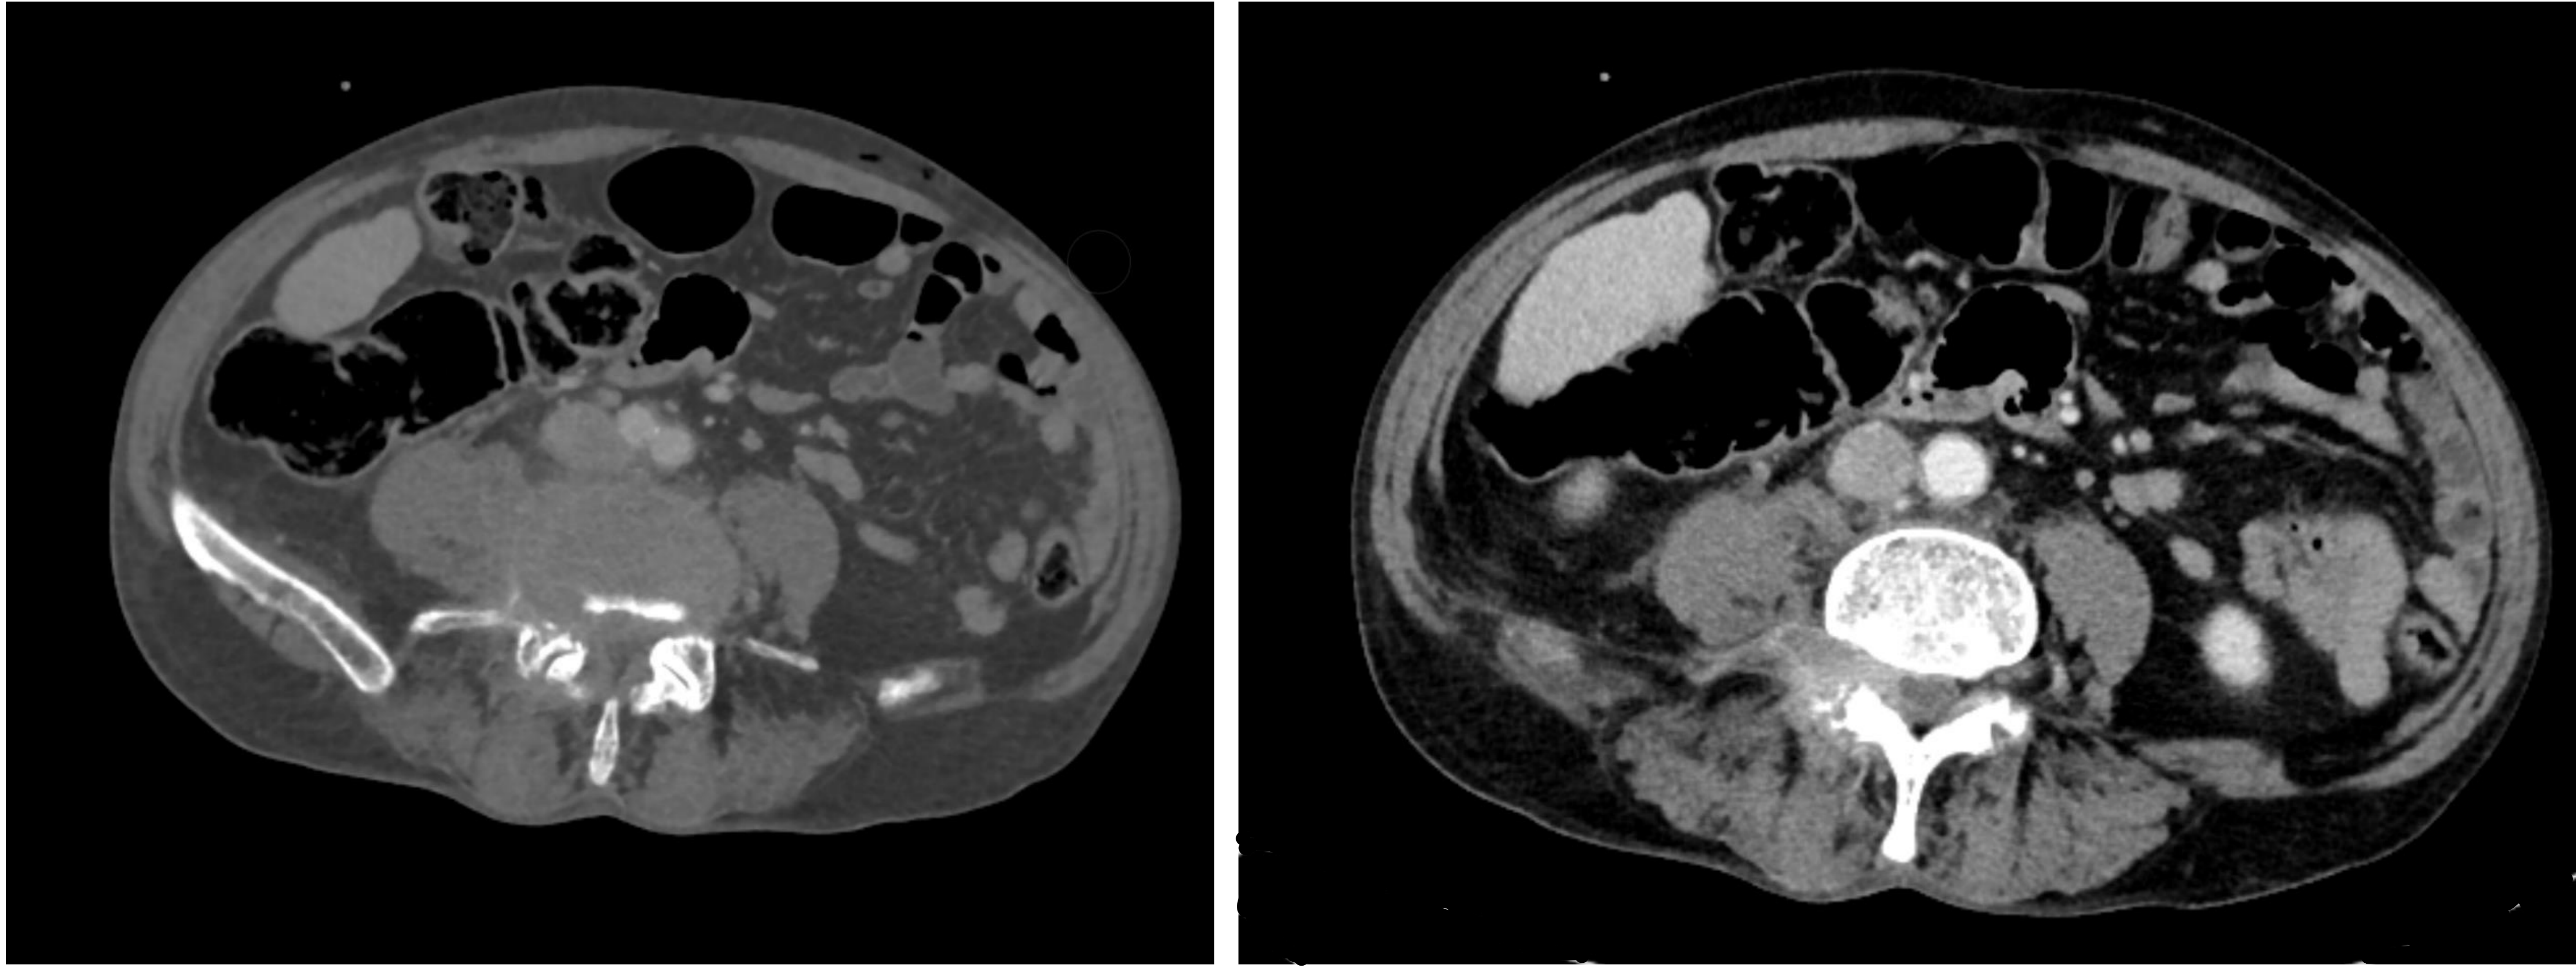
Espondilodiscitis. Cortes axiales de TC abdómino-pélvico tras administración de contraste intravenoso.
